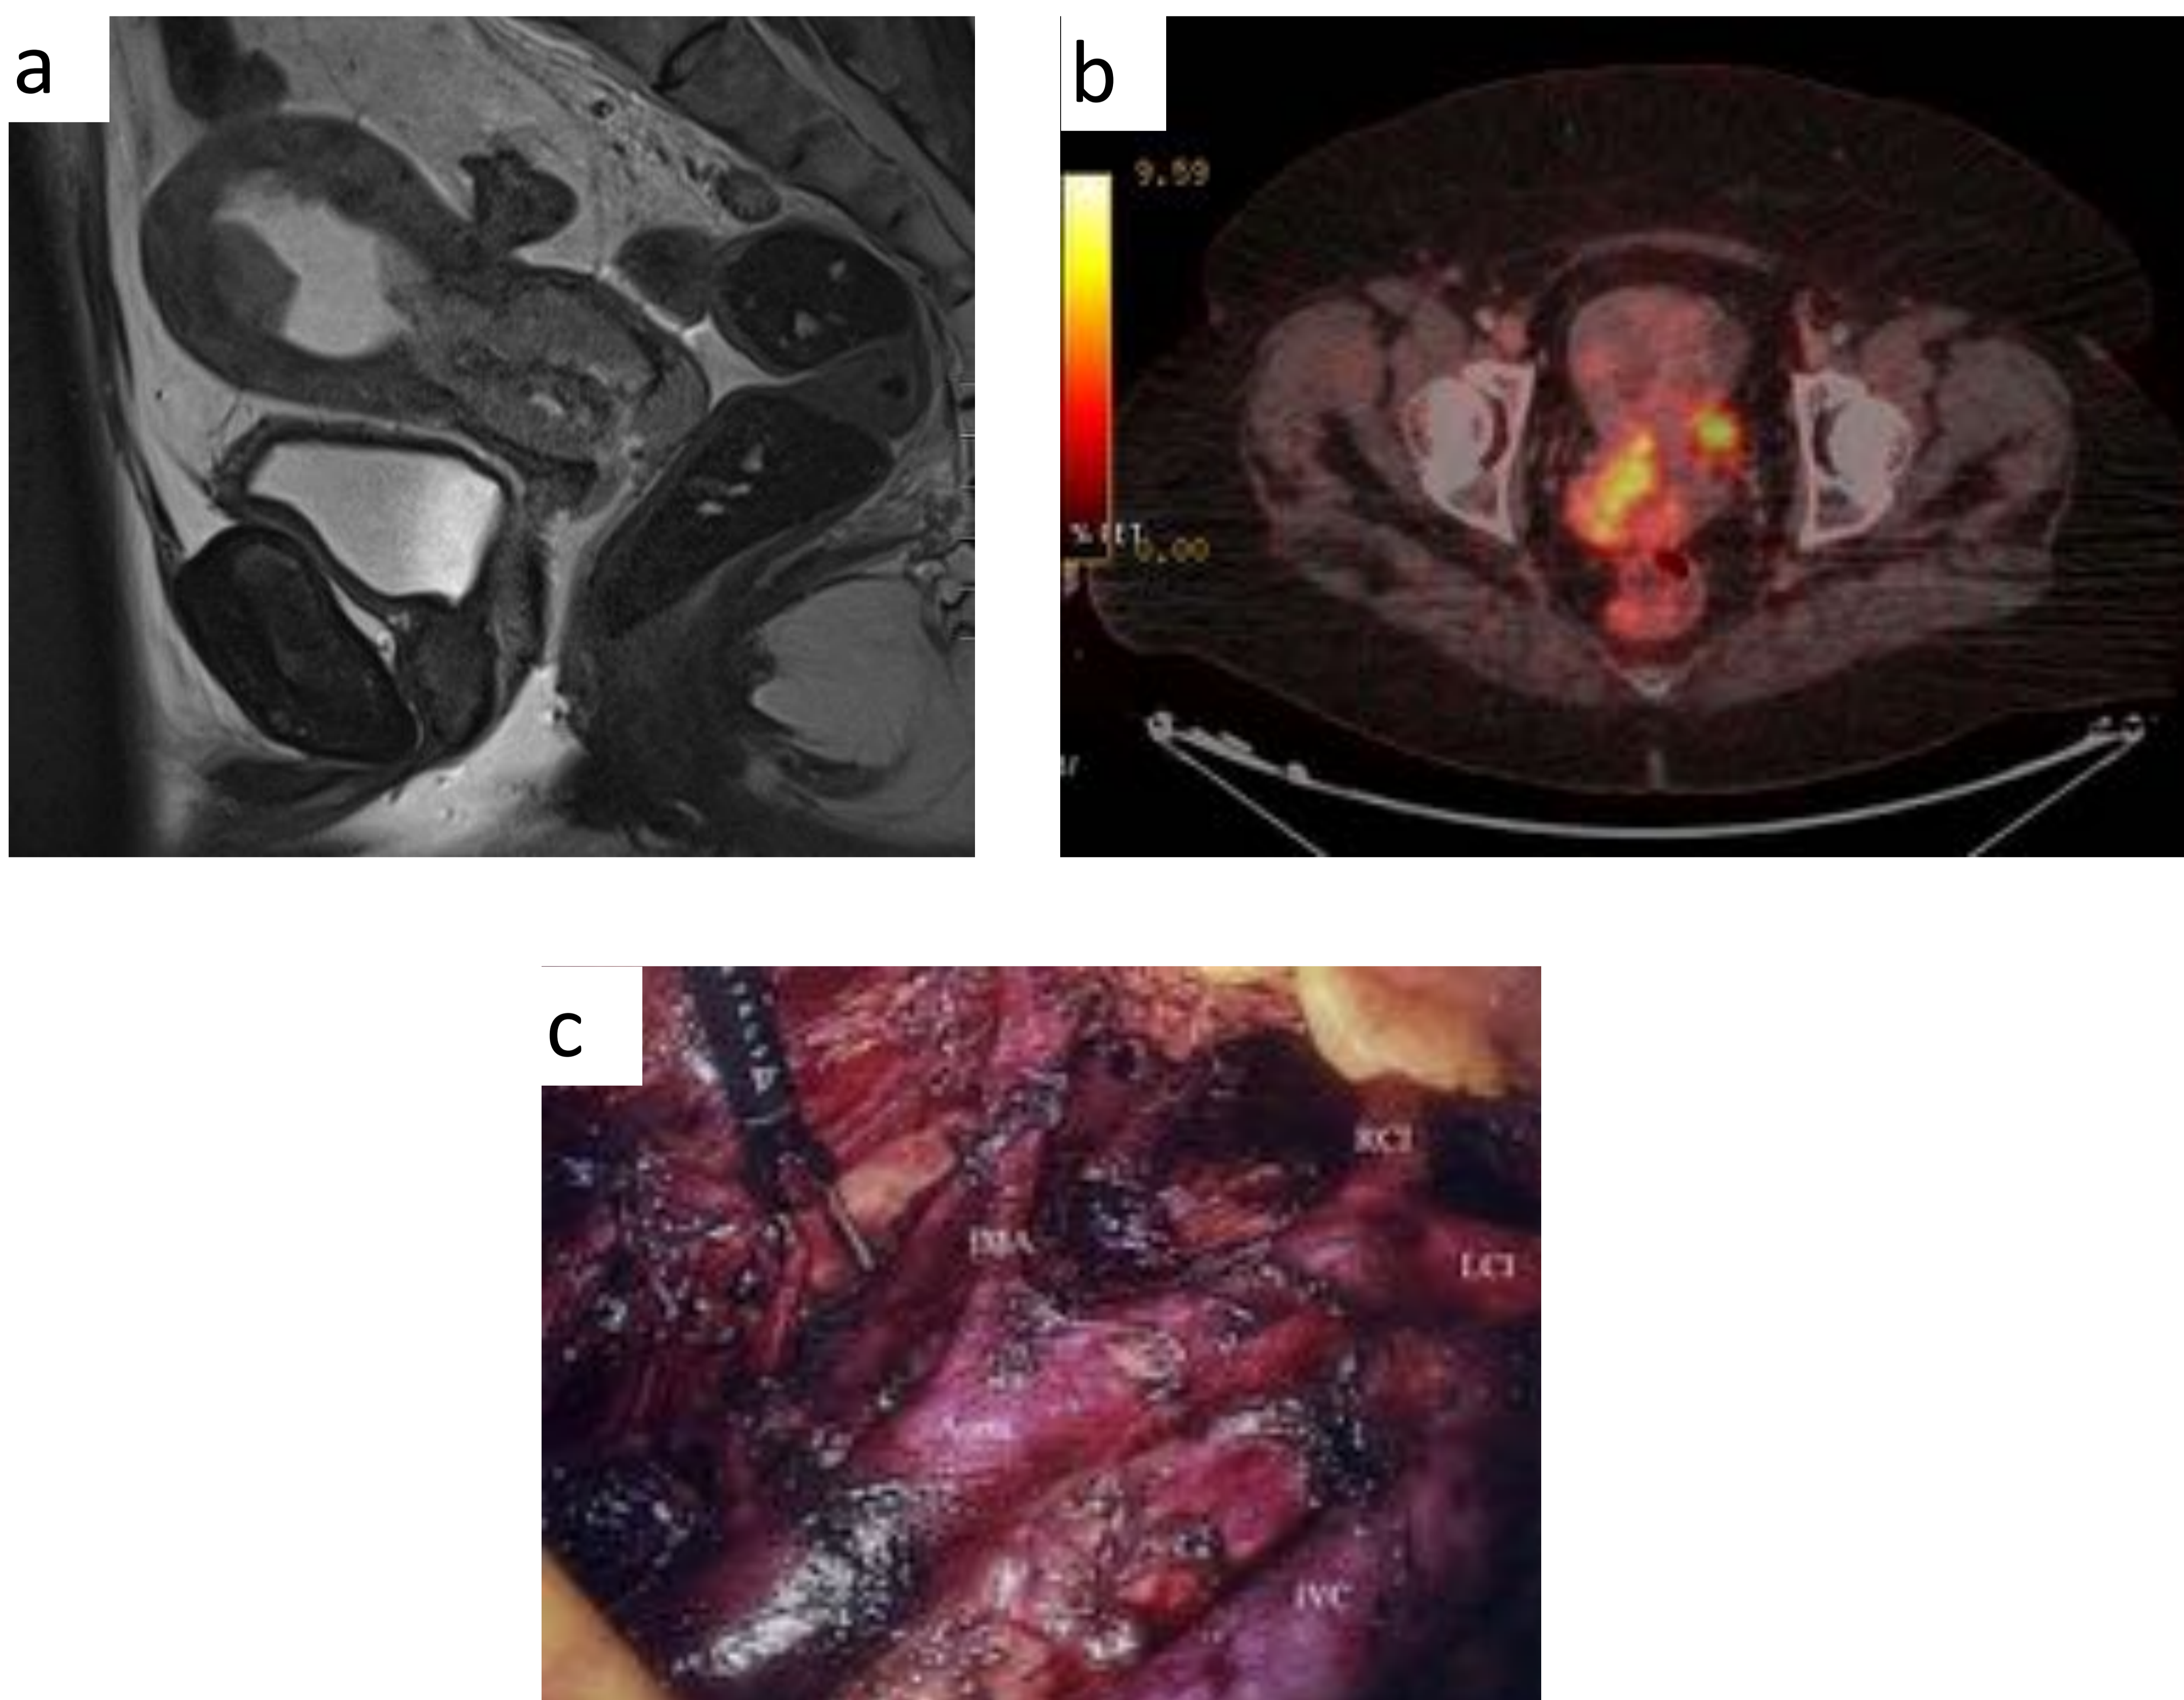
Imágenes de las técnicas diagnósticas empleadas en el estudio realizado sobre la estadificación pre-terapéutica del cáncer de cérvix. (a) Corte sagital de RM en secuencia T2. Masa en cérvix uterino e implante en fundus uterino. (b) Corte axial de PET-TC a nivel de la pelvis. Masa hipermetabólica en cérvix uterino. (Imagen RM del Servicio de Radiodiagnóstico del Hospital de Cruces e imagen PET-TC del Servicio de Medicina Nuclear del Hospital de Cruces, Barakaldo) (c) Imagen de cirugía laparoscópica de linfadenectomía paraaórtica. ¹
